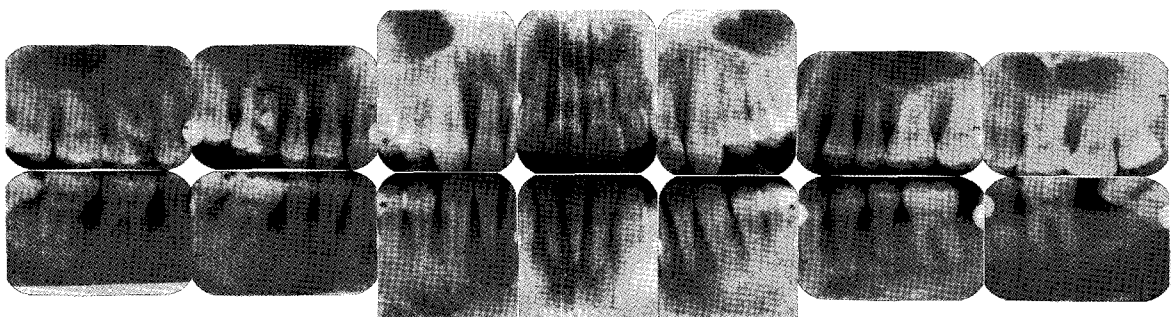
Radiographic findings of pretreatment.
